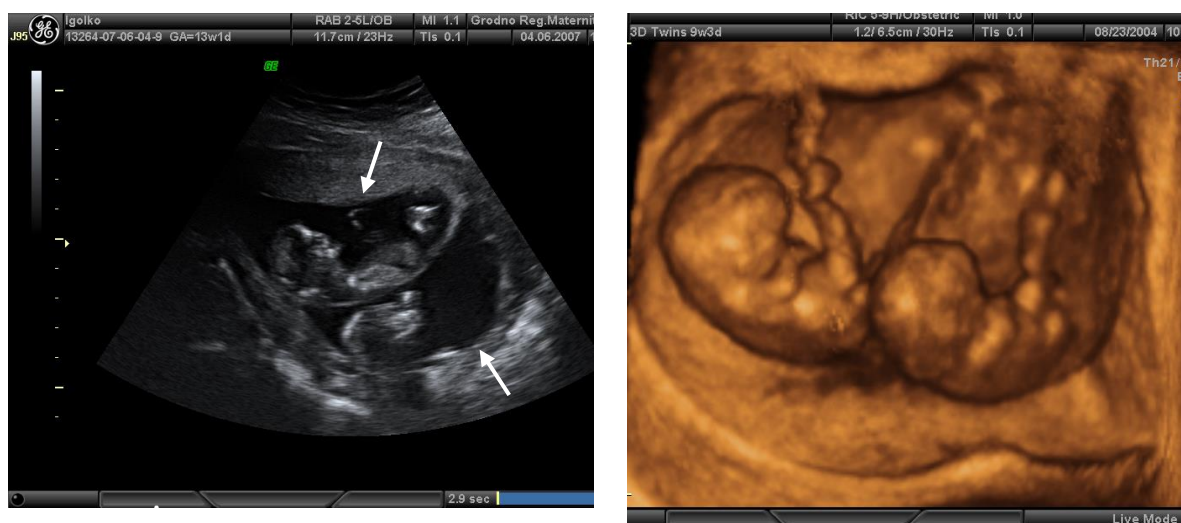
А– Трансабдоминальная сонография. В полости матки визуализируются два плодных яйца и два плода (стрелки). В– 3 D-реконструкция (УЗИ). В полости матки визуализируются два плода. Многоплодная беременность (двойня)
